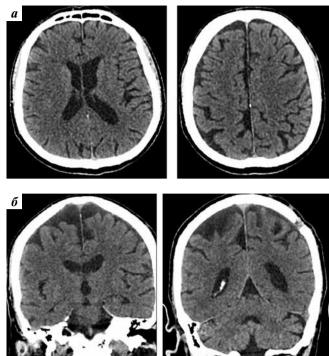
Компьютерная томография больного А., 77 лет, от 26.01.2019, аксиальные срезы. Фрезевые отверстия в костях свода черепа. Хроническая субдуральная гематома объемом 50 см³ в левой лобно-теменновисочно-затылочной области. Смещение срединных структур на 5 мм вправо, признаки поперечной дислокации (конвекситальные борозды слева сужены, базальные цистерны прослеживаются)
